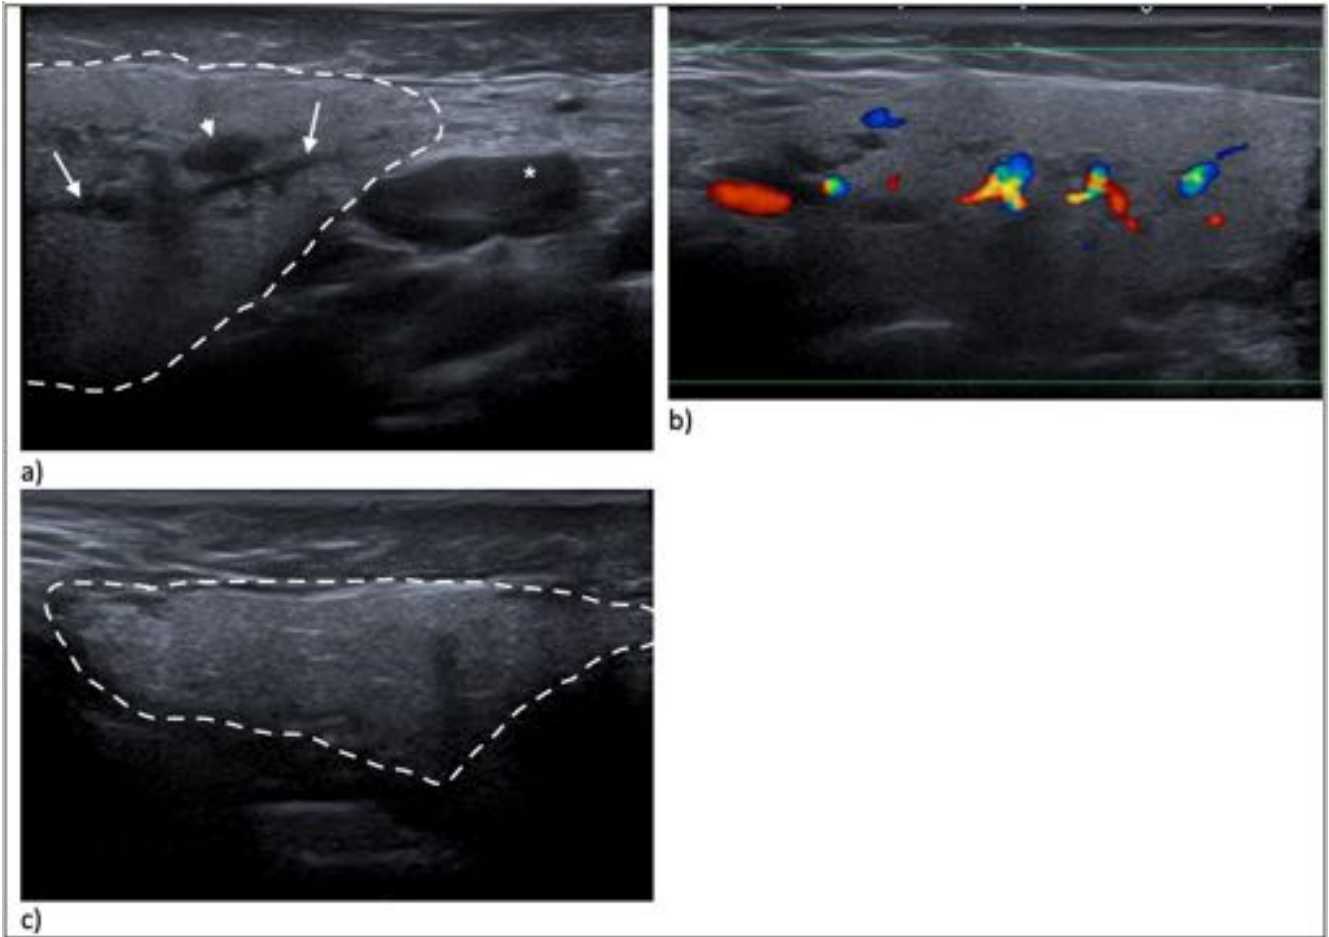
Parotiditis izquierda. A) Nótese el aumento de tamaño generalizado respecto a la contralateral, la prominencia del conducto de Stenon (flechas) y la presencia de un ganglio intraparotideo (punta de flecha). También se observan ganglios linfáticos locales reactivos (*) de características normales. B) La misma glándula mostrando un aumento de su vascularización en el estudio Doppler. C) Glándula contralateral con escoestructura normal.
